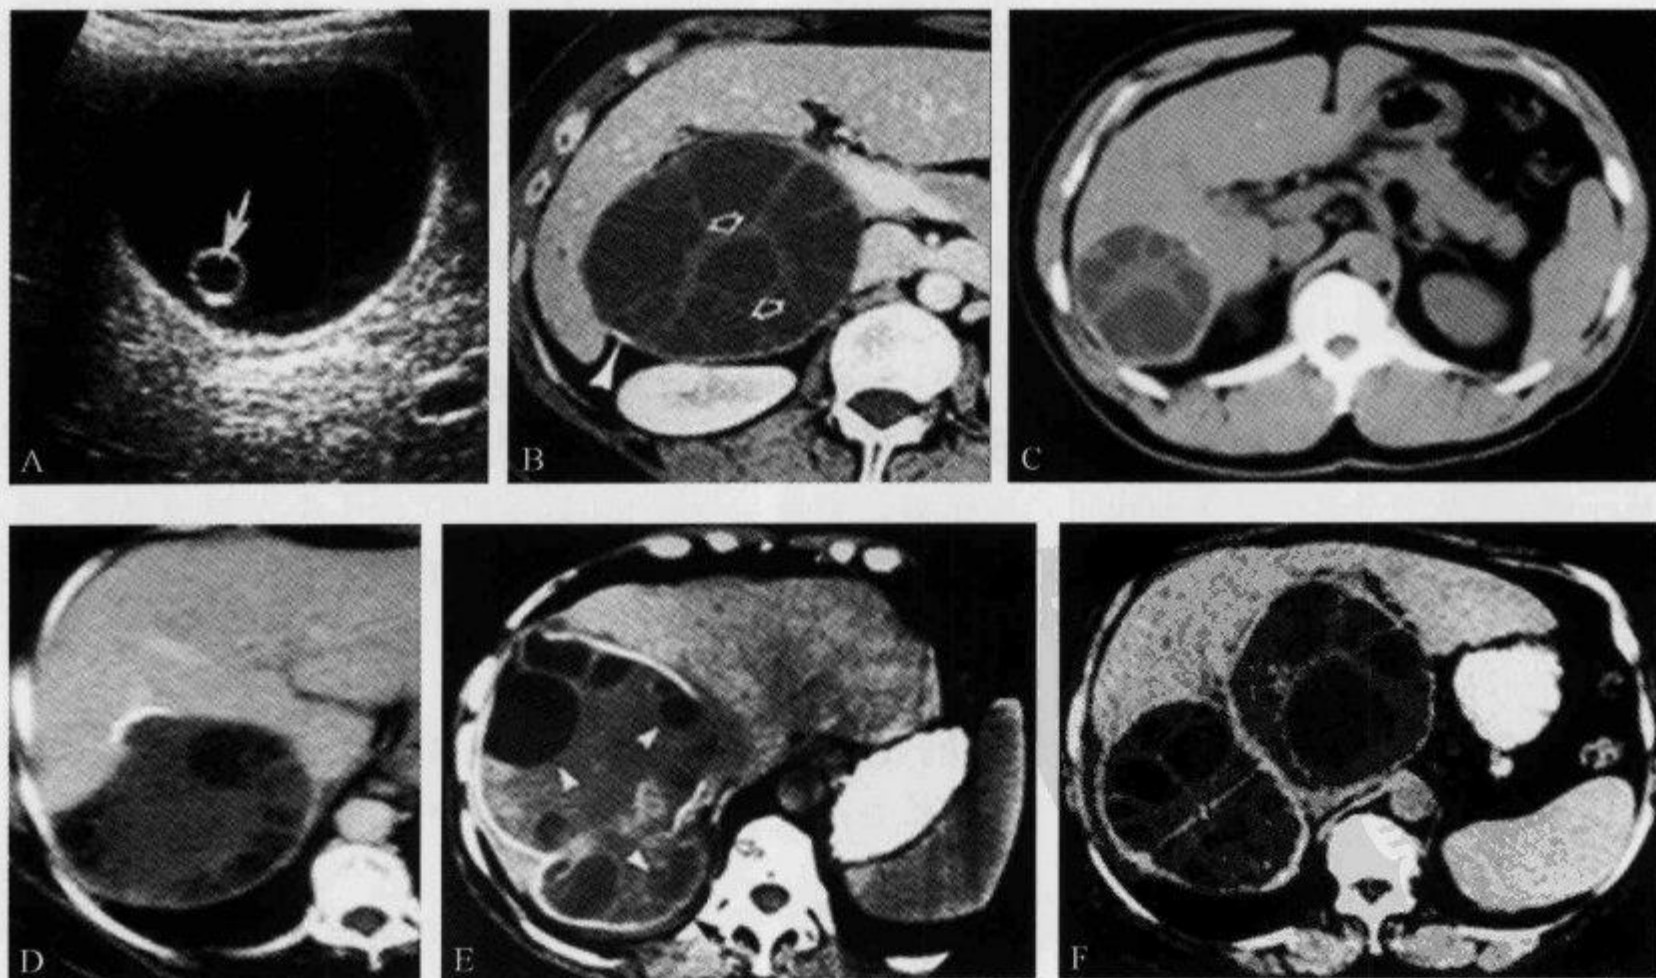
B 超及 CT 显示囊型肝棘球蚴病特征性表现“囊中囊征”
